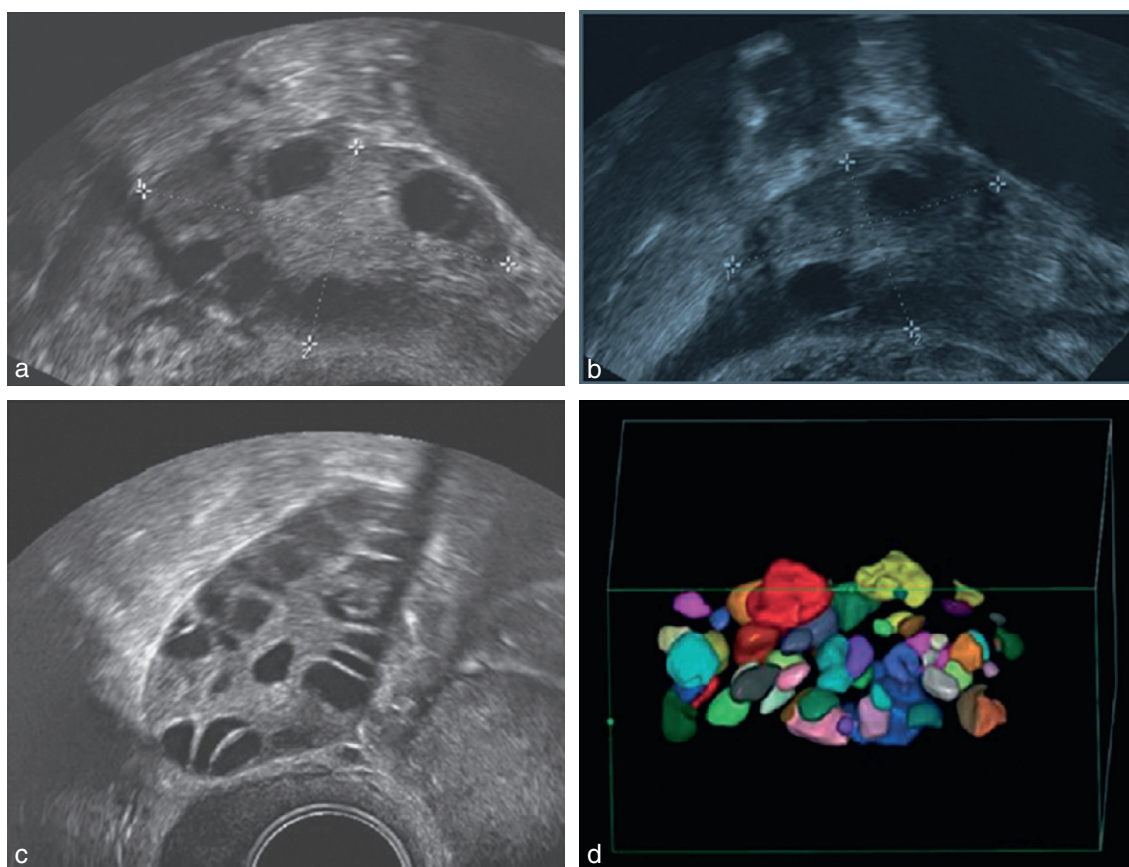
Aspects échographiques des ovaires normaux et pathologiques.
